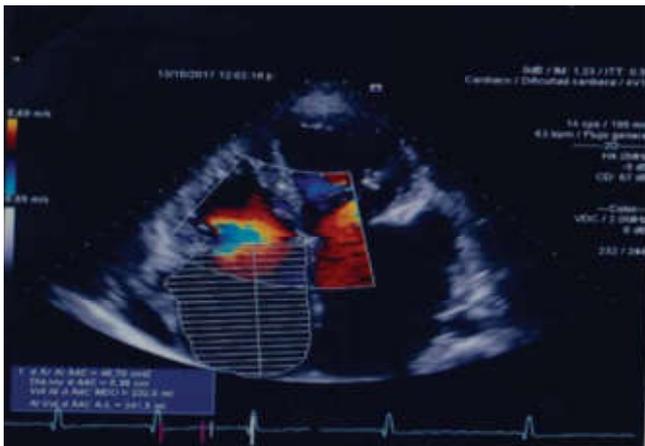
Ecocardiograma transtorácico Doppler color, Proyección apical 4 cámaras, muestra área de la Aurícula 48,78 cm² con volumen de 241,5 ml. Fuente: Resultados del estudio.
